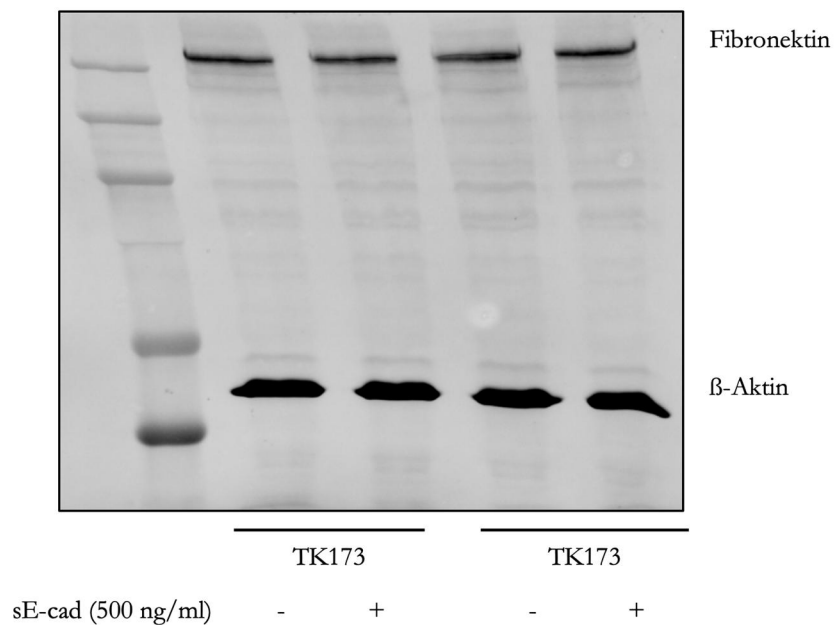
Western-Blot-Analyse von Fibronectin nach 72-stündiger sE-cad-Behandlung. TK173-Zellen wurden parallel zu einer serumfreigesetzten Kontrolle mit 500 ng/ml sE-cad behandelt. Durch den Western-Blot des Zellysats wurden das Fibronectin und die Ladekontrolle β -Aktin dargestellt.
